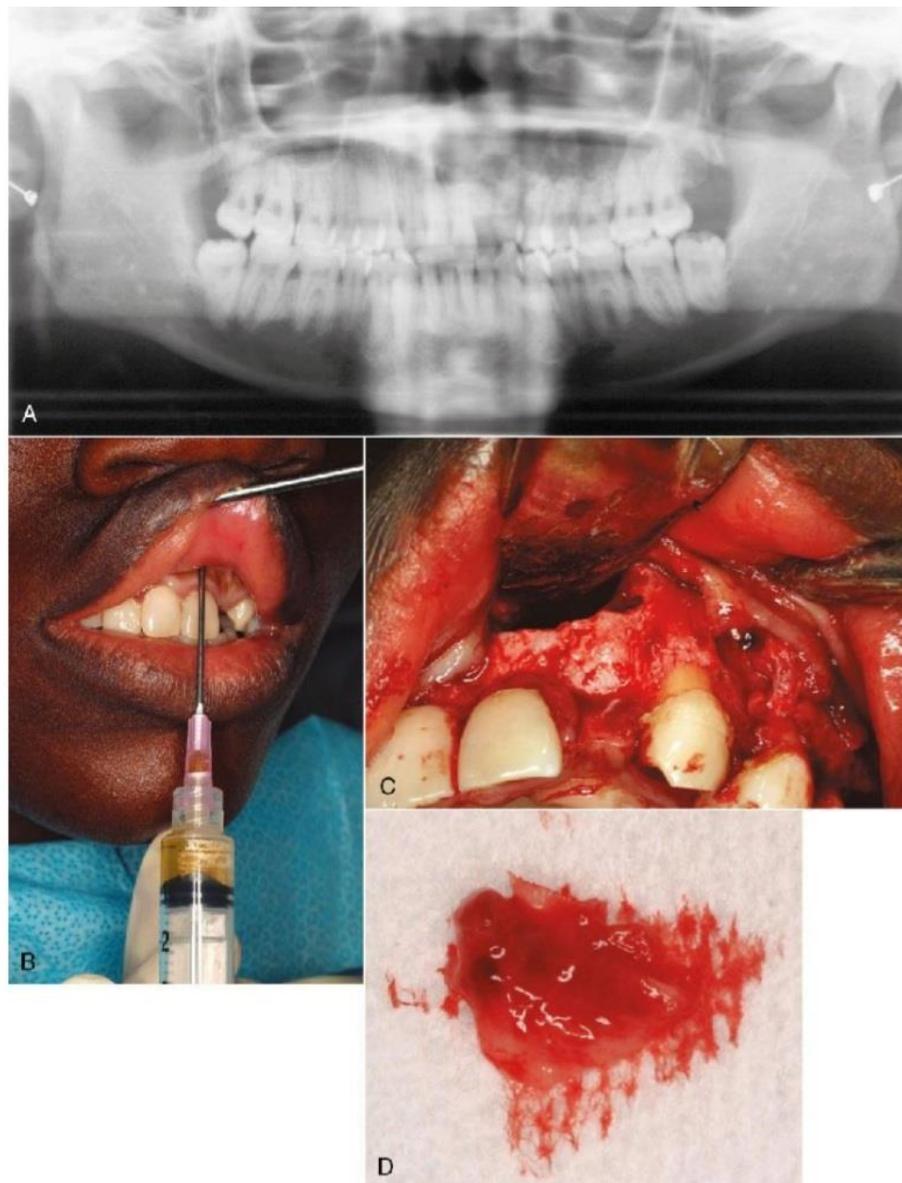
Biopsia incisional de una lesión intraósea. A. Radiografía panorámica que muestra una gran radiotransparencia en el maxilar izquierdo. B. Aspiración de la lesión atravesando la mucosa y el delgado hueso sobre la lesión; revela un líquido de aspecto rosado. C. Tras levantar un colgajo de tejido blando y eliminar hueso en el área de la lesión y tomar una muestra para el examen histopatológico.
